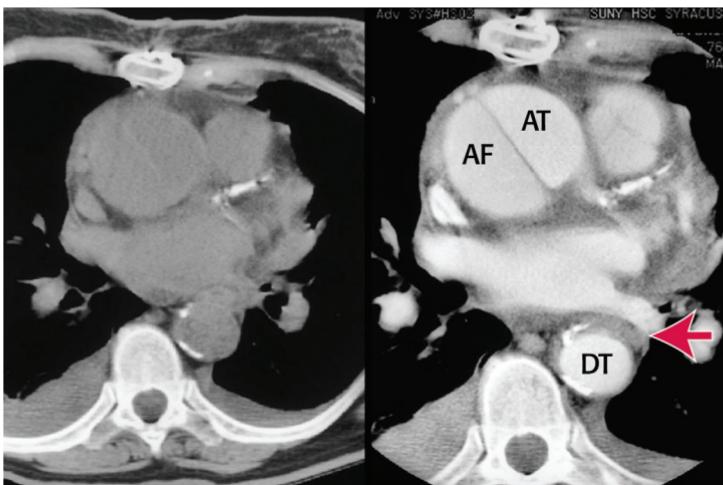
Imagen de CT de una disección de la aorta tipo A. Obsérvense las luces verdadera y falsa en la aorta ascendente y la aorta descendente (luz falsa en la aorta descendente en la flecha) en las imágenes sin medio de contraste (izquierda) y con medio de contraste (derecha).
